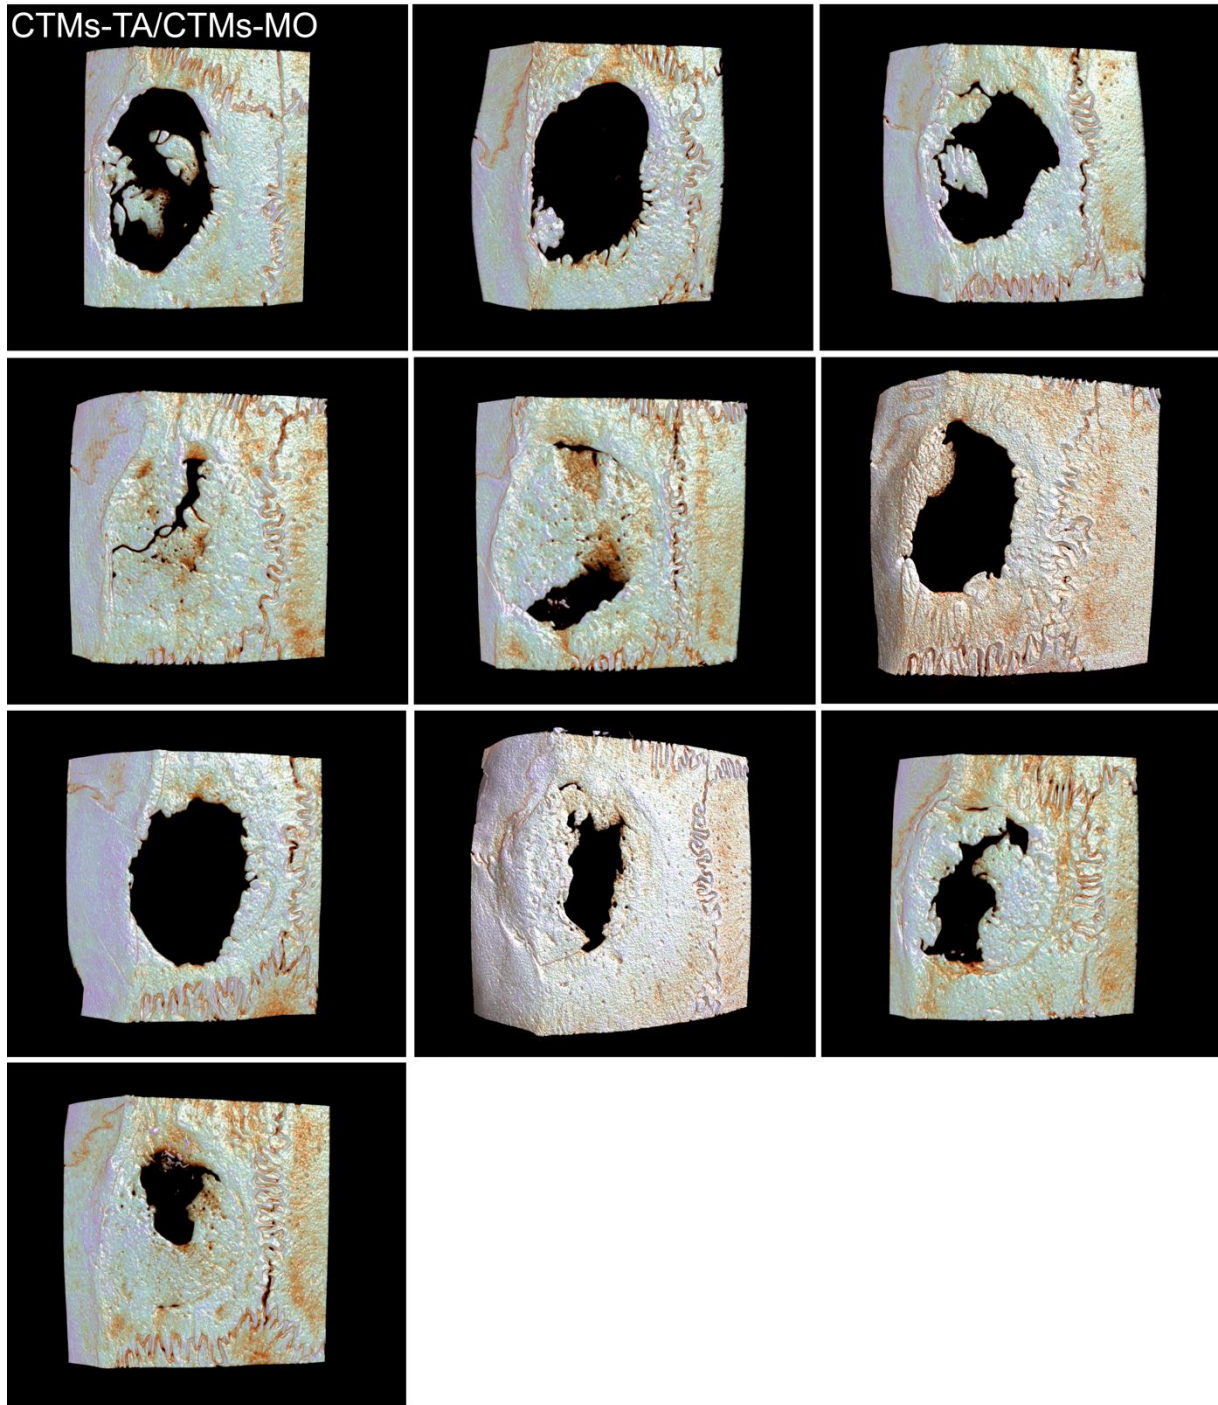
Reconstruções 3D geradas por micro-CT da formação óssea em defeitos de calvária de ratos tratados com injeção local de CTMs-TA/CTMs-MO em 8 semanas (n=10). Barra = 1 mm.
